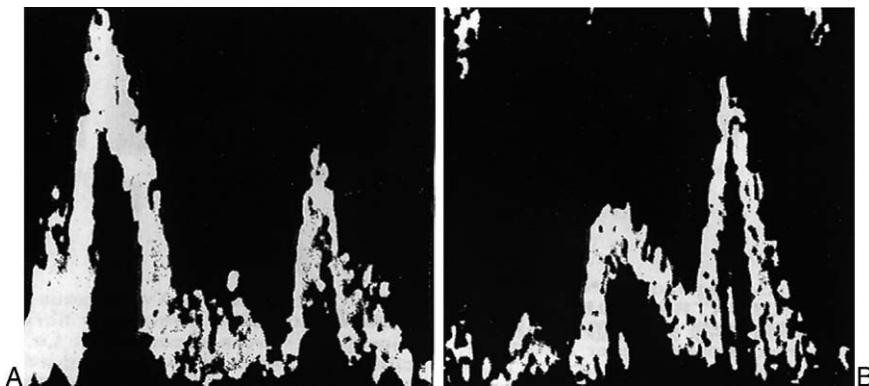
B Doppler mitral en échocardiographie transthoracique.
